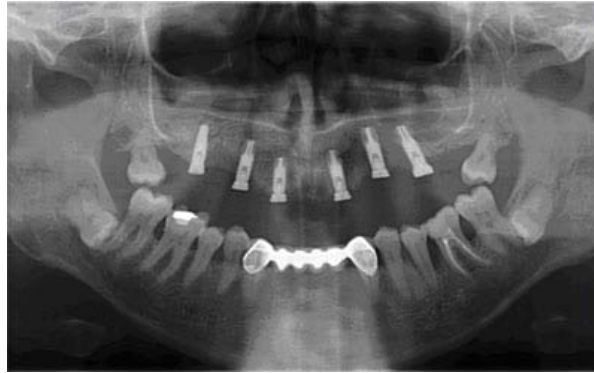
Ortopantomografía que muestra la ubicación de 6 implantes dentales.
